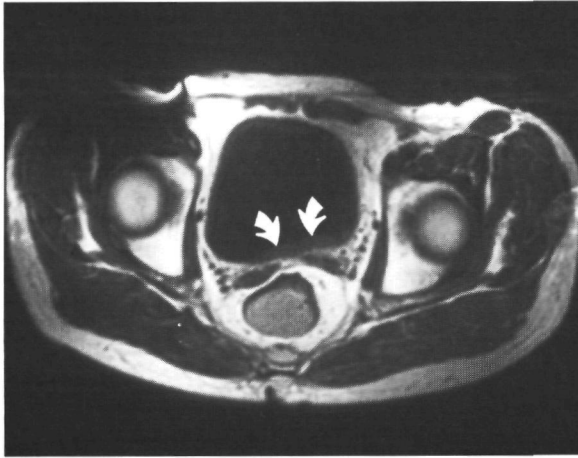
Op de (d) transversale en (e) sagittale in-vivo MRI- opnamen (1,5T; SE/800/30/2) is de plica interureterica herkenbaar (dikke gebogen pijlen). Als gevolg van een doorgemaakte transurethrale resectie (TUR) is craniaal hiervan lokale hypertrofie c.q. fibrose/granulatieweefsel zichtbaar (pijlkop). (a) Op de in- vitro opname (1,5 T; SE/2000/100/2) hebben zowel de spierlaag als dit gebied een lage signaalintensiteit (pijlen). Plica (dikke gebogen pijl), lokale hypertrofie (pijlkop) en TUR-defect (*) zijn ook zichtbaar op (b) het resectiepreparaat en op (c) de PA-opname.
